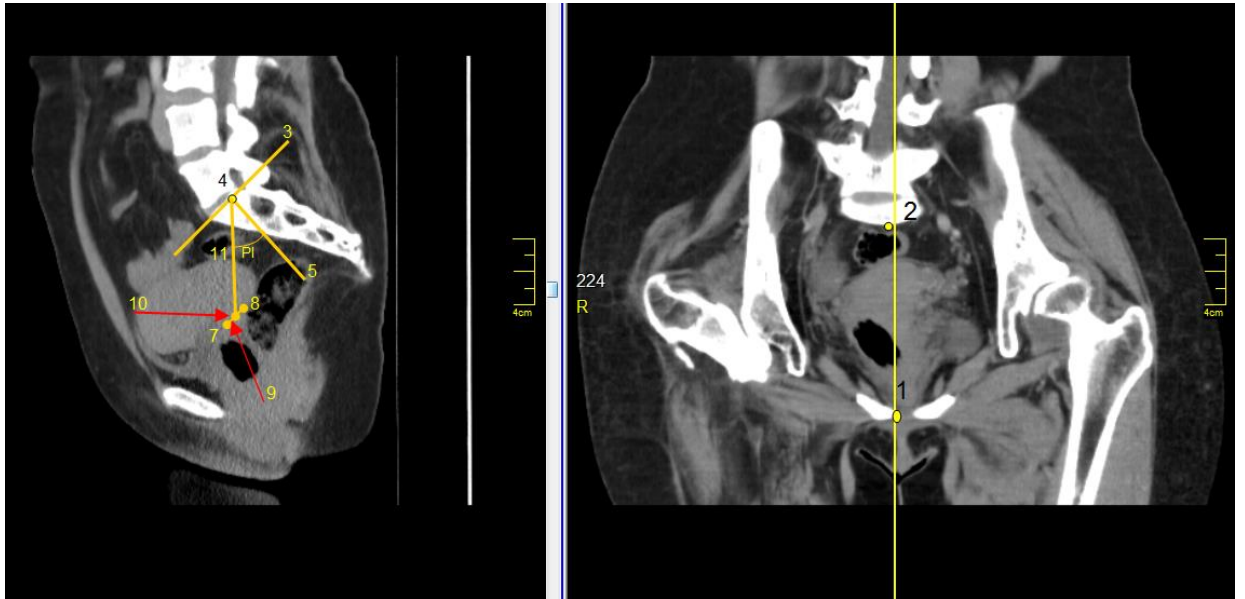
МСКТ-слайсы в прямой и боковой проекциях на уровне лобкового симфиза (пояснения в тексте)
